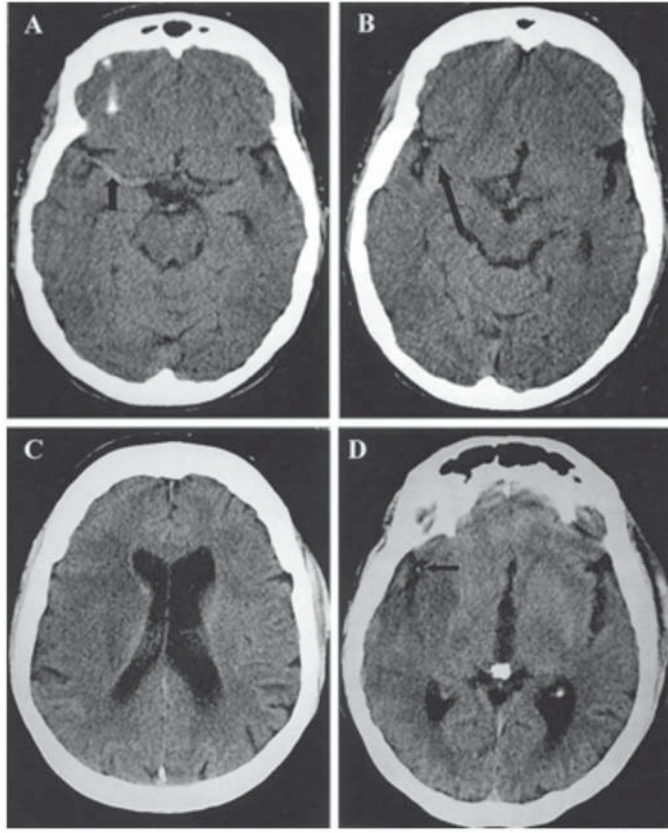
A ve B. BT'de iskemiyin erken döneminde sulkuslar silinmiş ve zamanla sağ orta serebral arter alanında hipodens alanlar belirginleşmiştir.
